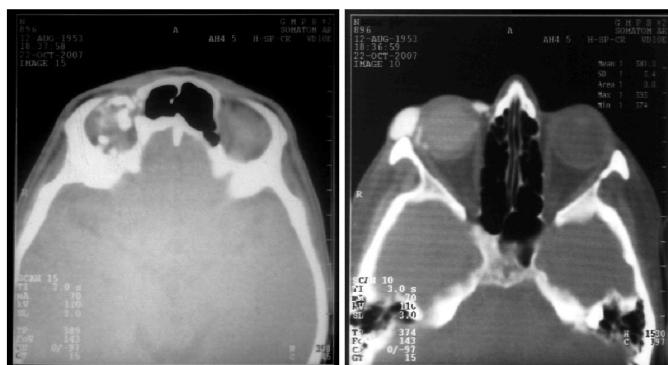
Компьютерная томограмма орбит больной Н.
